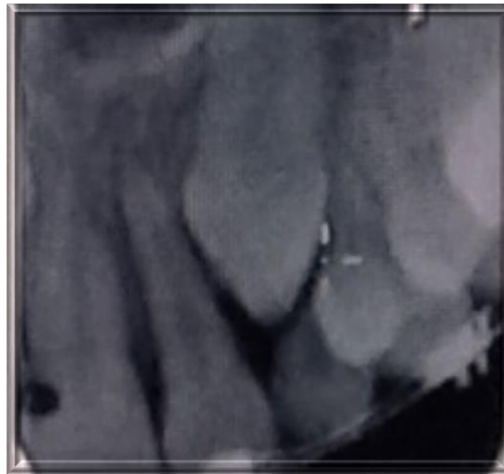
Radiografia periapical retenção de canino superior esquerdo.
